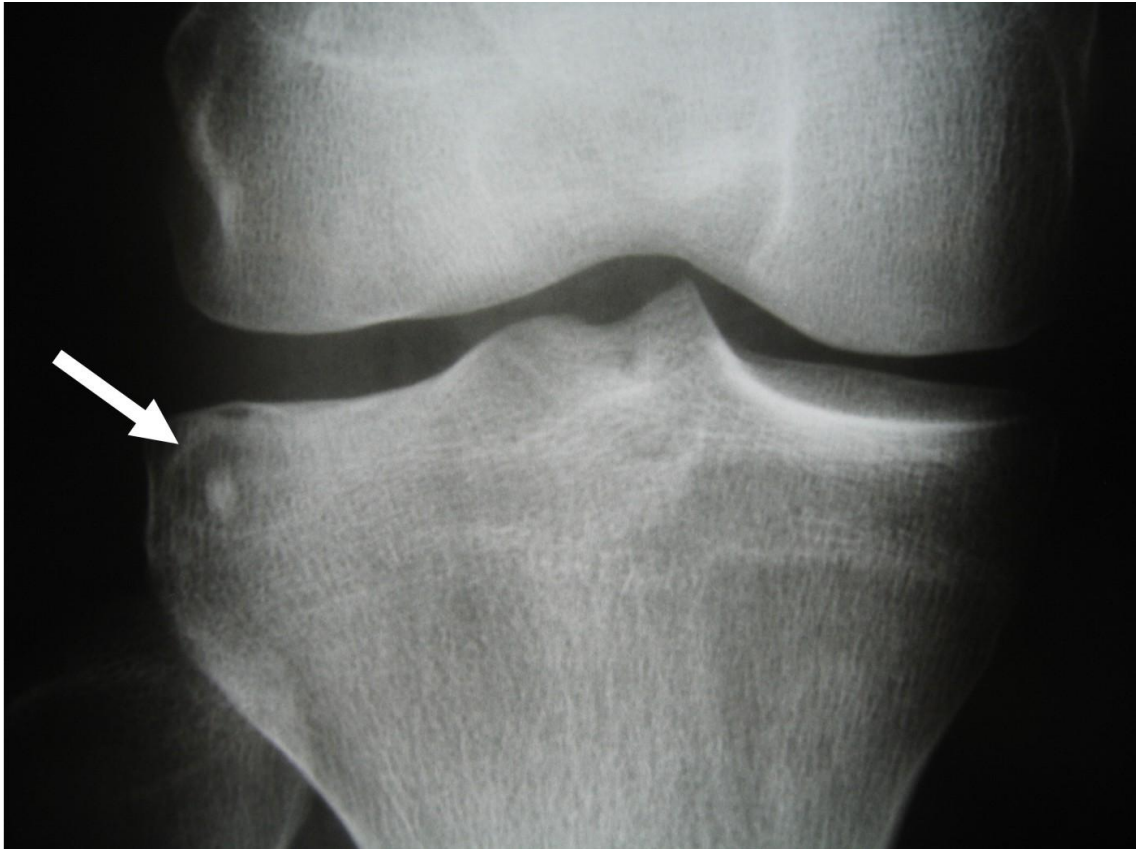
Radiografia do joelho direito em incidência ântero-posterior revela uma imagem radiopaca na porção lateral da epífise proximal da tíbia, com área de lise ao seu redor (seta).
